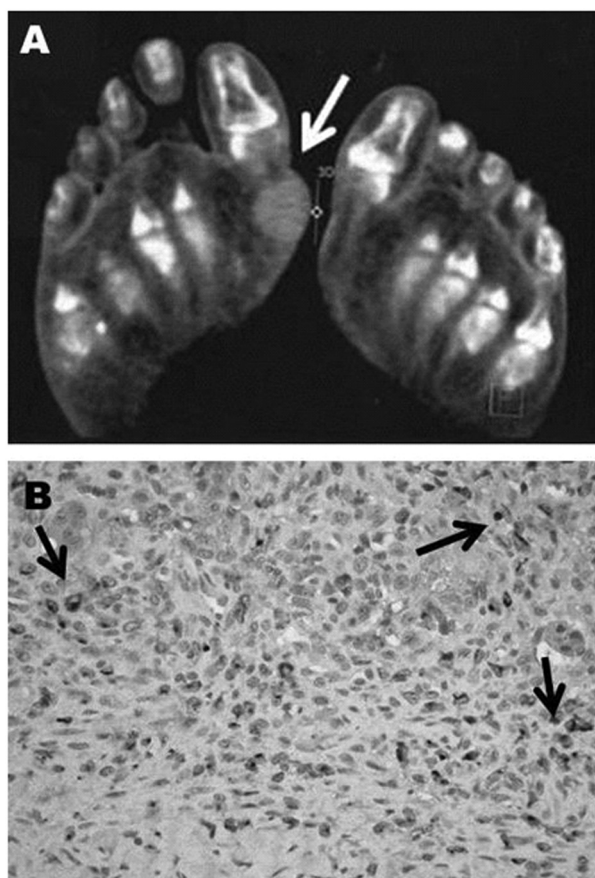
Paciente N° 2. A) FDG-PET/CT, corte axial: lesi3n hipermetab3lica en regi3n plantar de antepié derecho (flecha). B) Inmunotinci3n para FGF-23 por inmunoperoxidasa, donde se observa que el FGF-23 fue hallado en zonas extensas del tumor (flechas).
